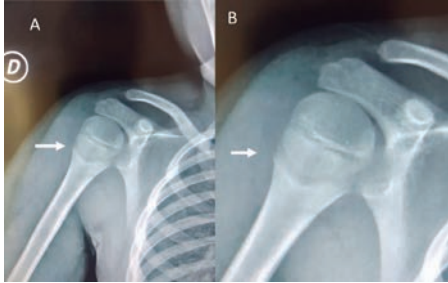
En A, radiografía anteroposterior de hombro derecho en rotación interna de húmero, en niño de 5 años de edad, que 30 minutos antes había sufrido caída de 2.40 m de altura, mostrando: “falsa fractura de húmero proximal”. En B, acercamiento.
